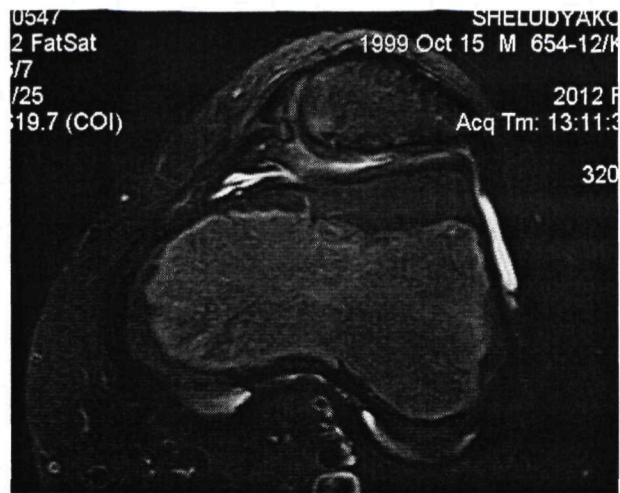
МРТ (аксиальные проекции) левого коленного сустава пациента Ш., 13 лет, через 12 месяцев после консервативного лечения, рубцовые изменения медиального удерживателя.
